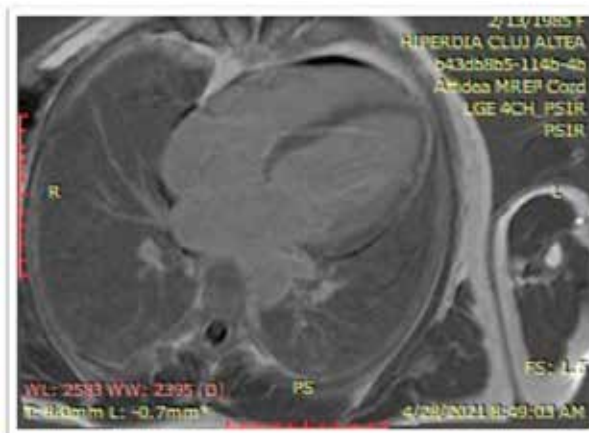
Rezonanță magnetică cardiacă, secvență PSIR, secțiune axială: captare tardivă de contrast subepicardică la nivelul peretelui septal și infero-lateral, cu semnificație de fibroză miocardică post-miocardită
